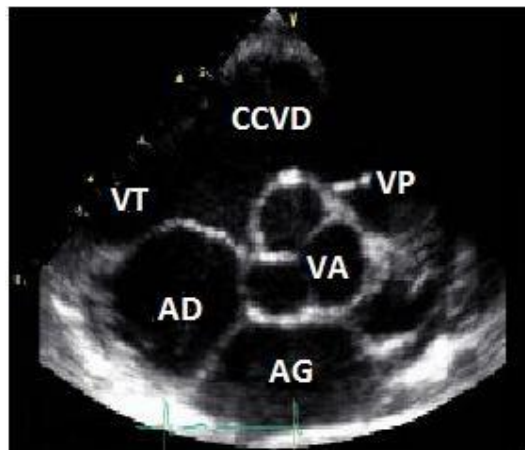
coupe échocardiographique parasternale gauche petit axe
